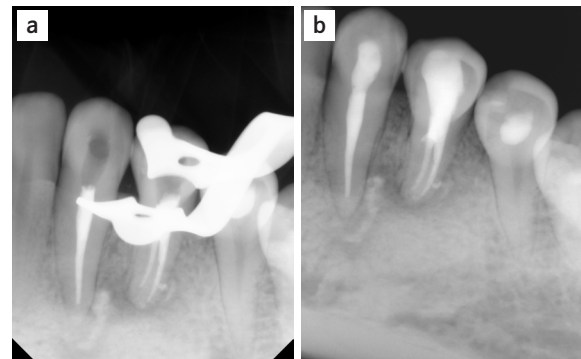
(a) 근관충전 후 치근단 방사선사진 (b) 복합레진 코어 수복 후 치근단 방사선사진
